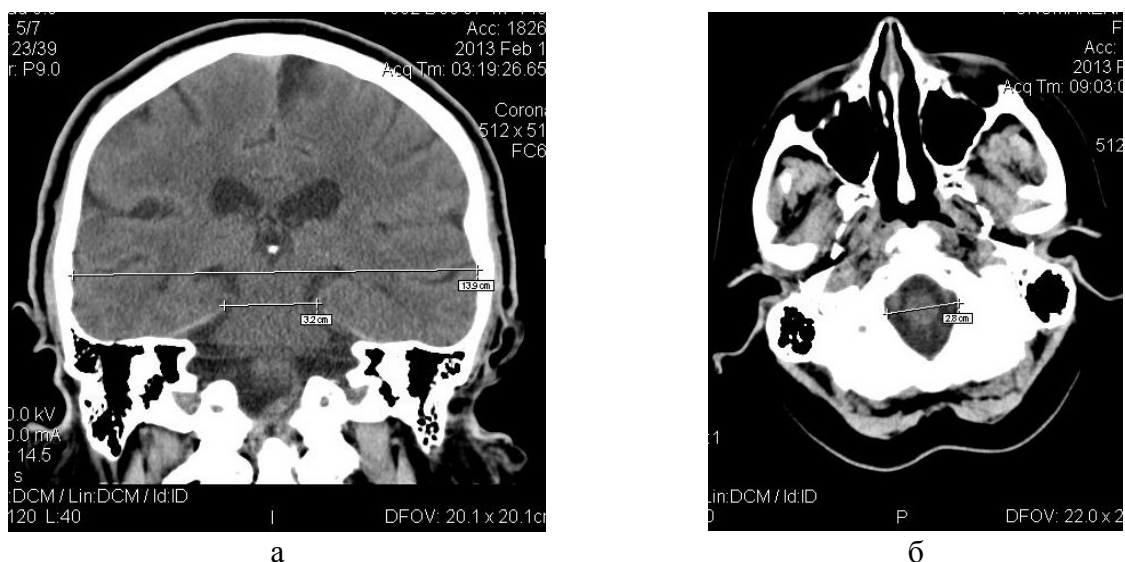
СКТ-морфометрия битемпорального расстояния и ширины тенториального отверстия во фронтальной (а) и большого затылочного отверстия (б) в аксиальной проекциях
